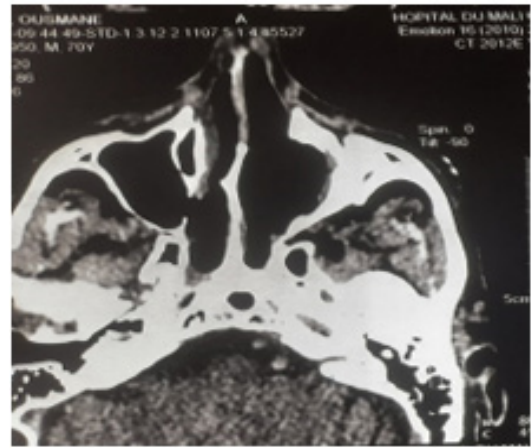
Coupe axiale TDM qui met en évidence une absence de récidence locale
